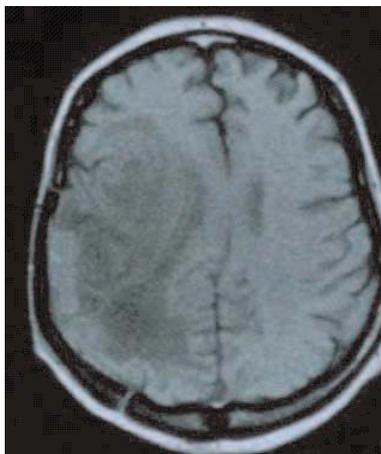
IRM de contrôle en T1
